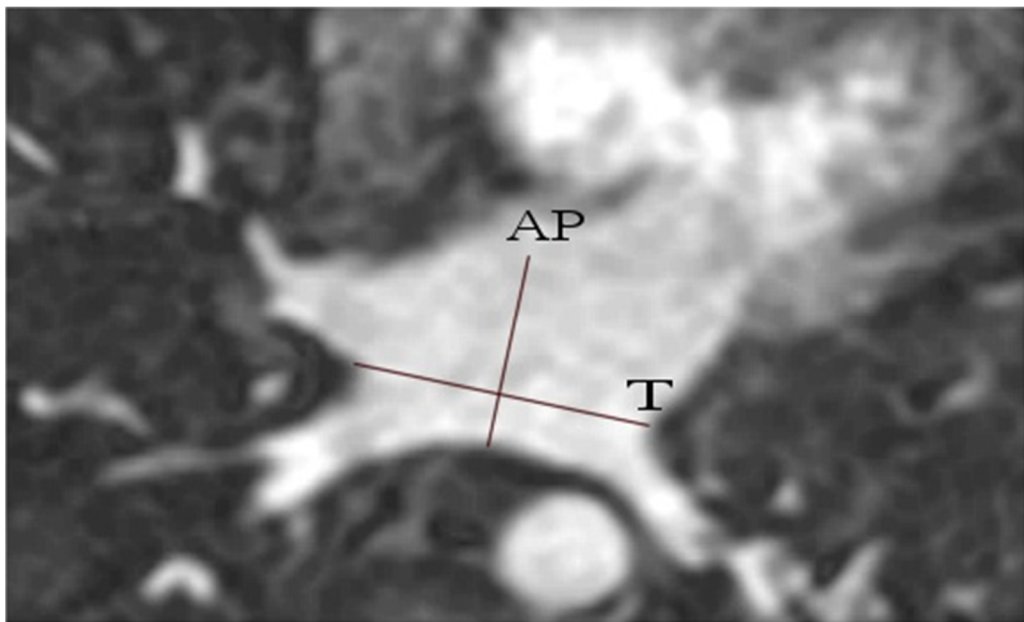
Secuencia angio-RM 3D en el plano axial oblicuo. Representación de los ejes anteroposterior (AP) y transverso (T) de la AI.
